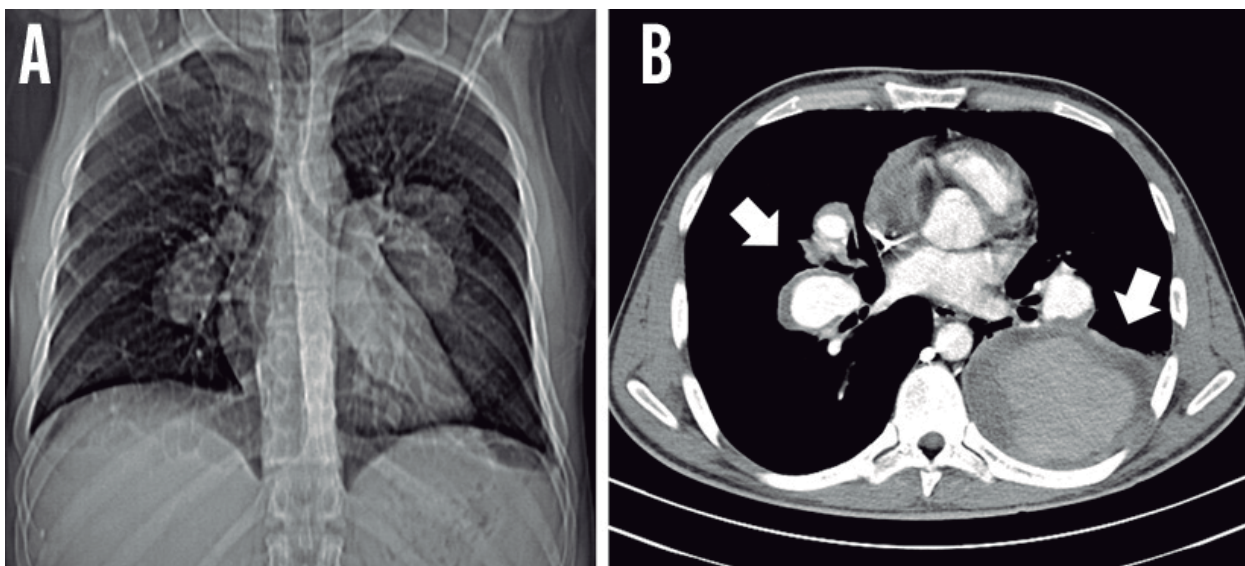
Paciente de 25 anos com doença de Behçet. O topograma da tomografia computadorizada apresenta alargamento dos hilos pulmonares e opacidades nodulares com predomínio nas regiões peri-hilares (A). A angiotomografia demonstra múltiplos aneurismas pulmonares, alguns parcialmente trombosados (B).
